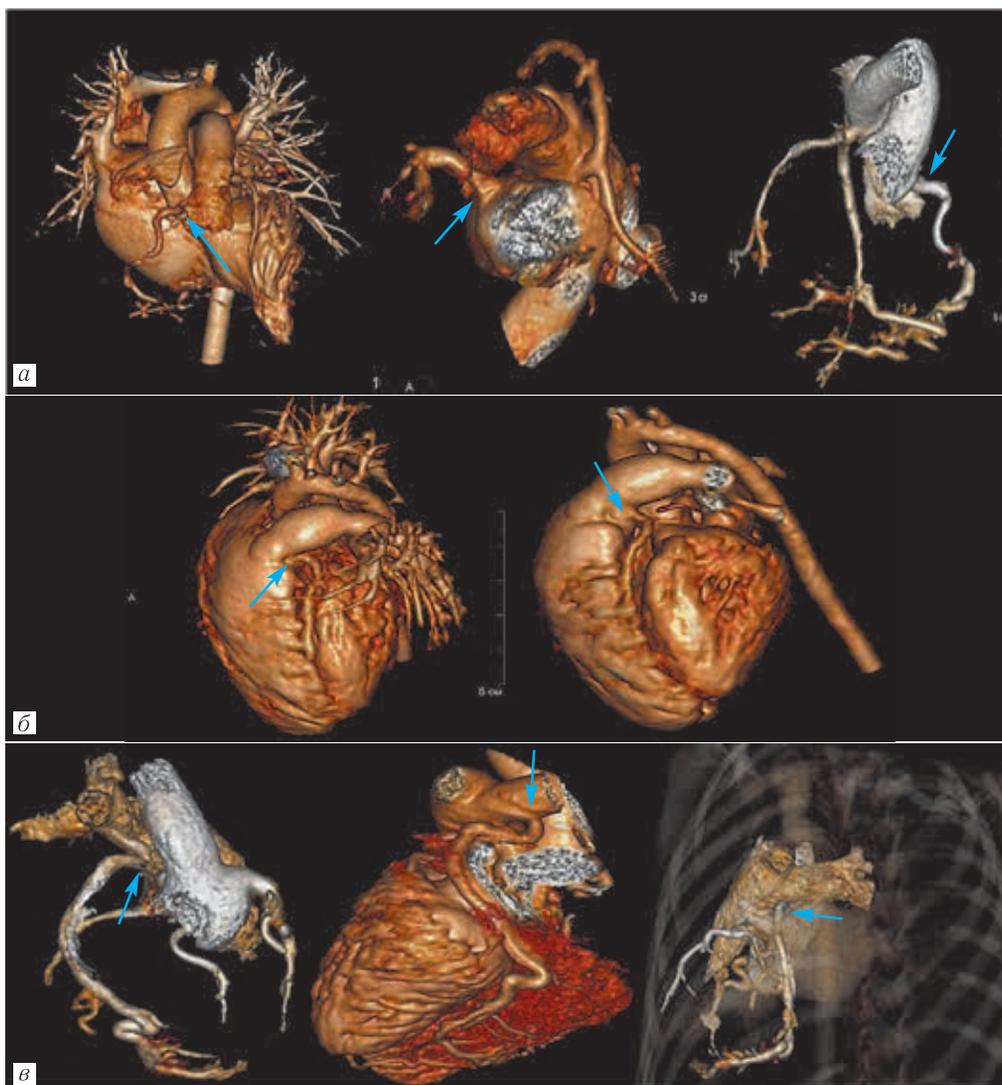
МСКТ-исследование сердца и коронарных артерий: а, б — ВПС, аномалия отхождения ЛКА от ствола ЛА; в — ВПС, аномалия отхождения ОА от средней трети правой ЛА
